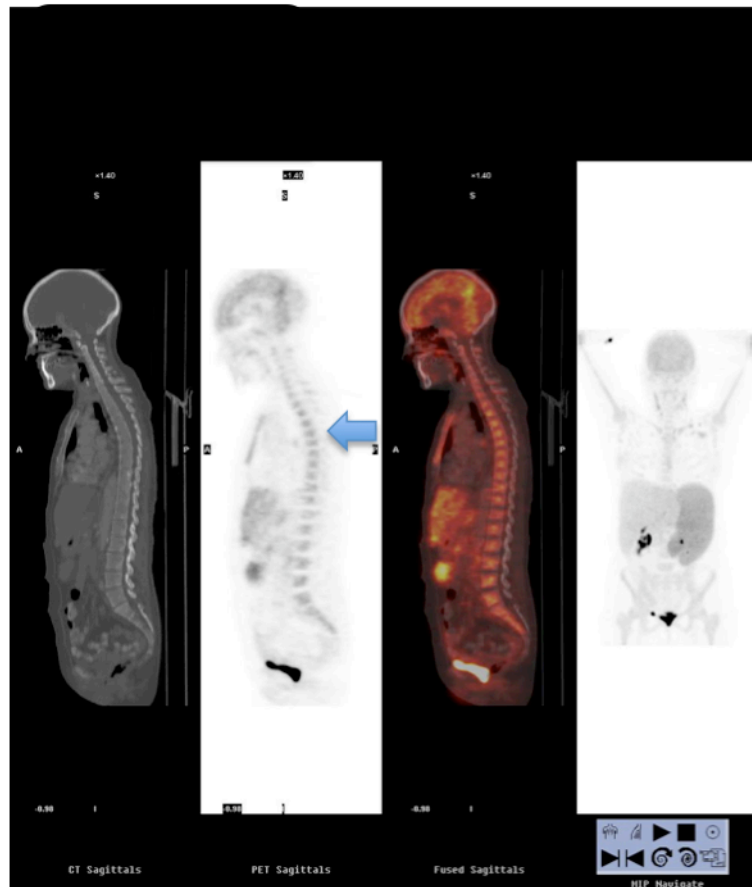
Imagen de la izquierda: paciente N 80. Varón de 35 años. L. Follicular grado 2 estadio IIA FLIPI 0. La imagen PET y PET/TC no muestra captación en conglomerado adenopático visualizado en la TC (flechas). Imagen de la derecha: paciente N 91 Varón de 48 años. L. Follicular grado 1 estadio IIIB FLIPI 2. La imagen PET muestra intensa captación de FDG por conglomerado adenopático visualizado en la TC (flechas).
